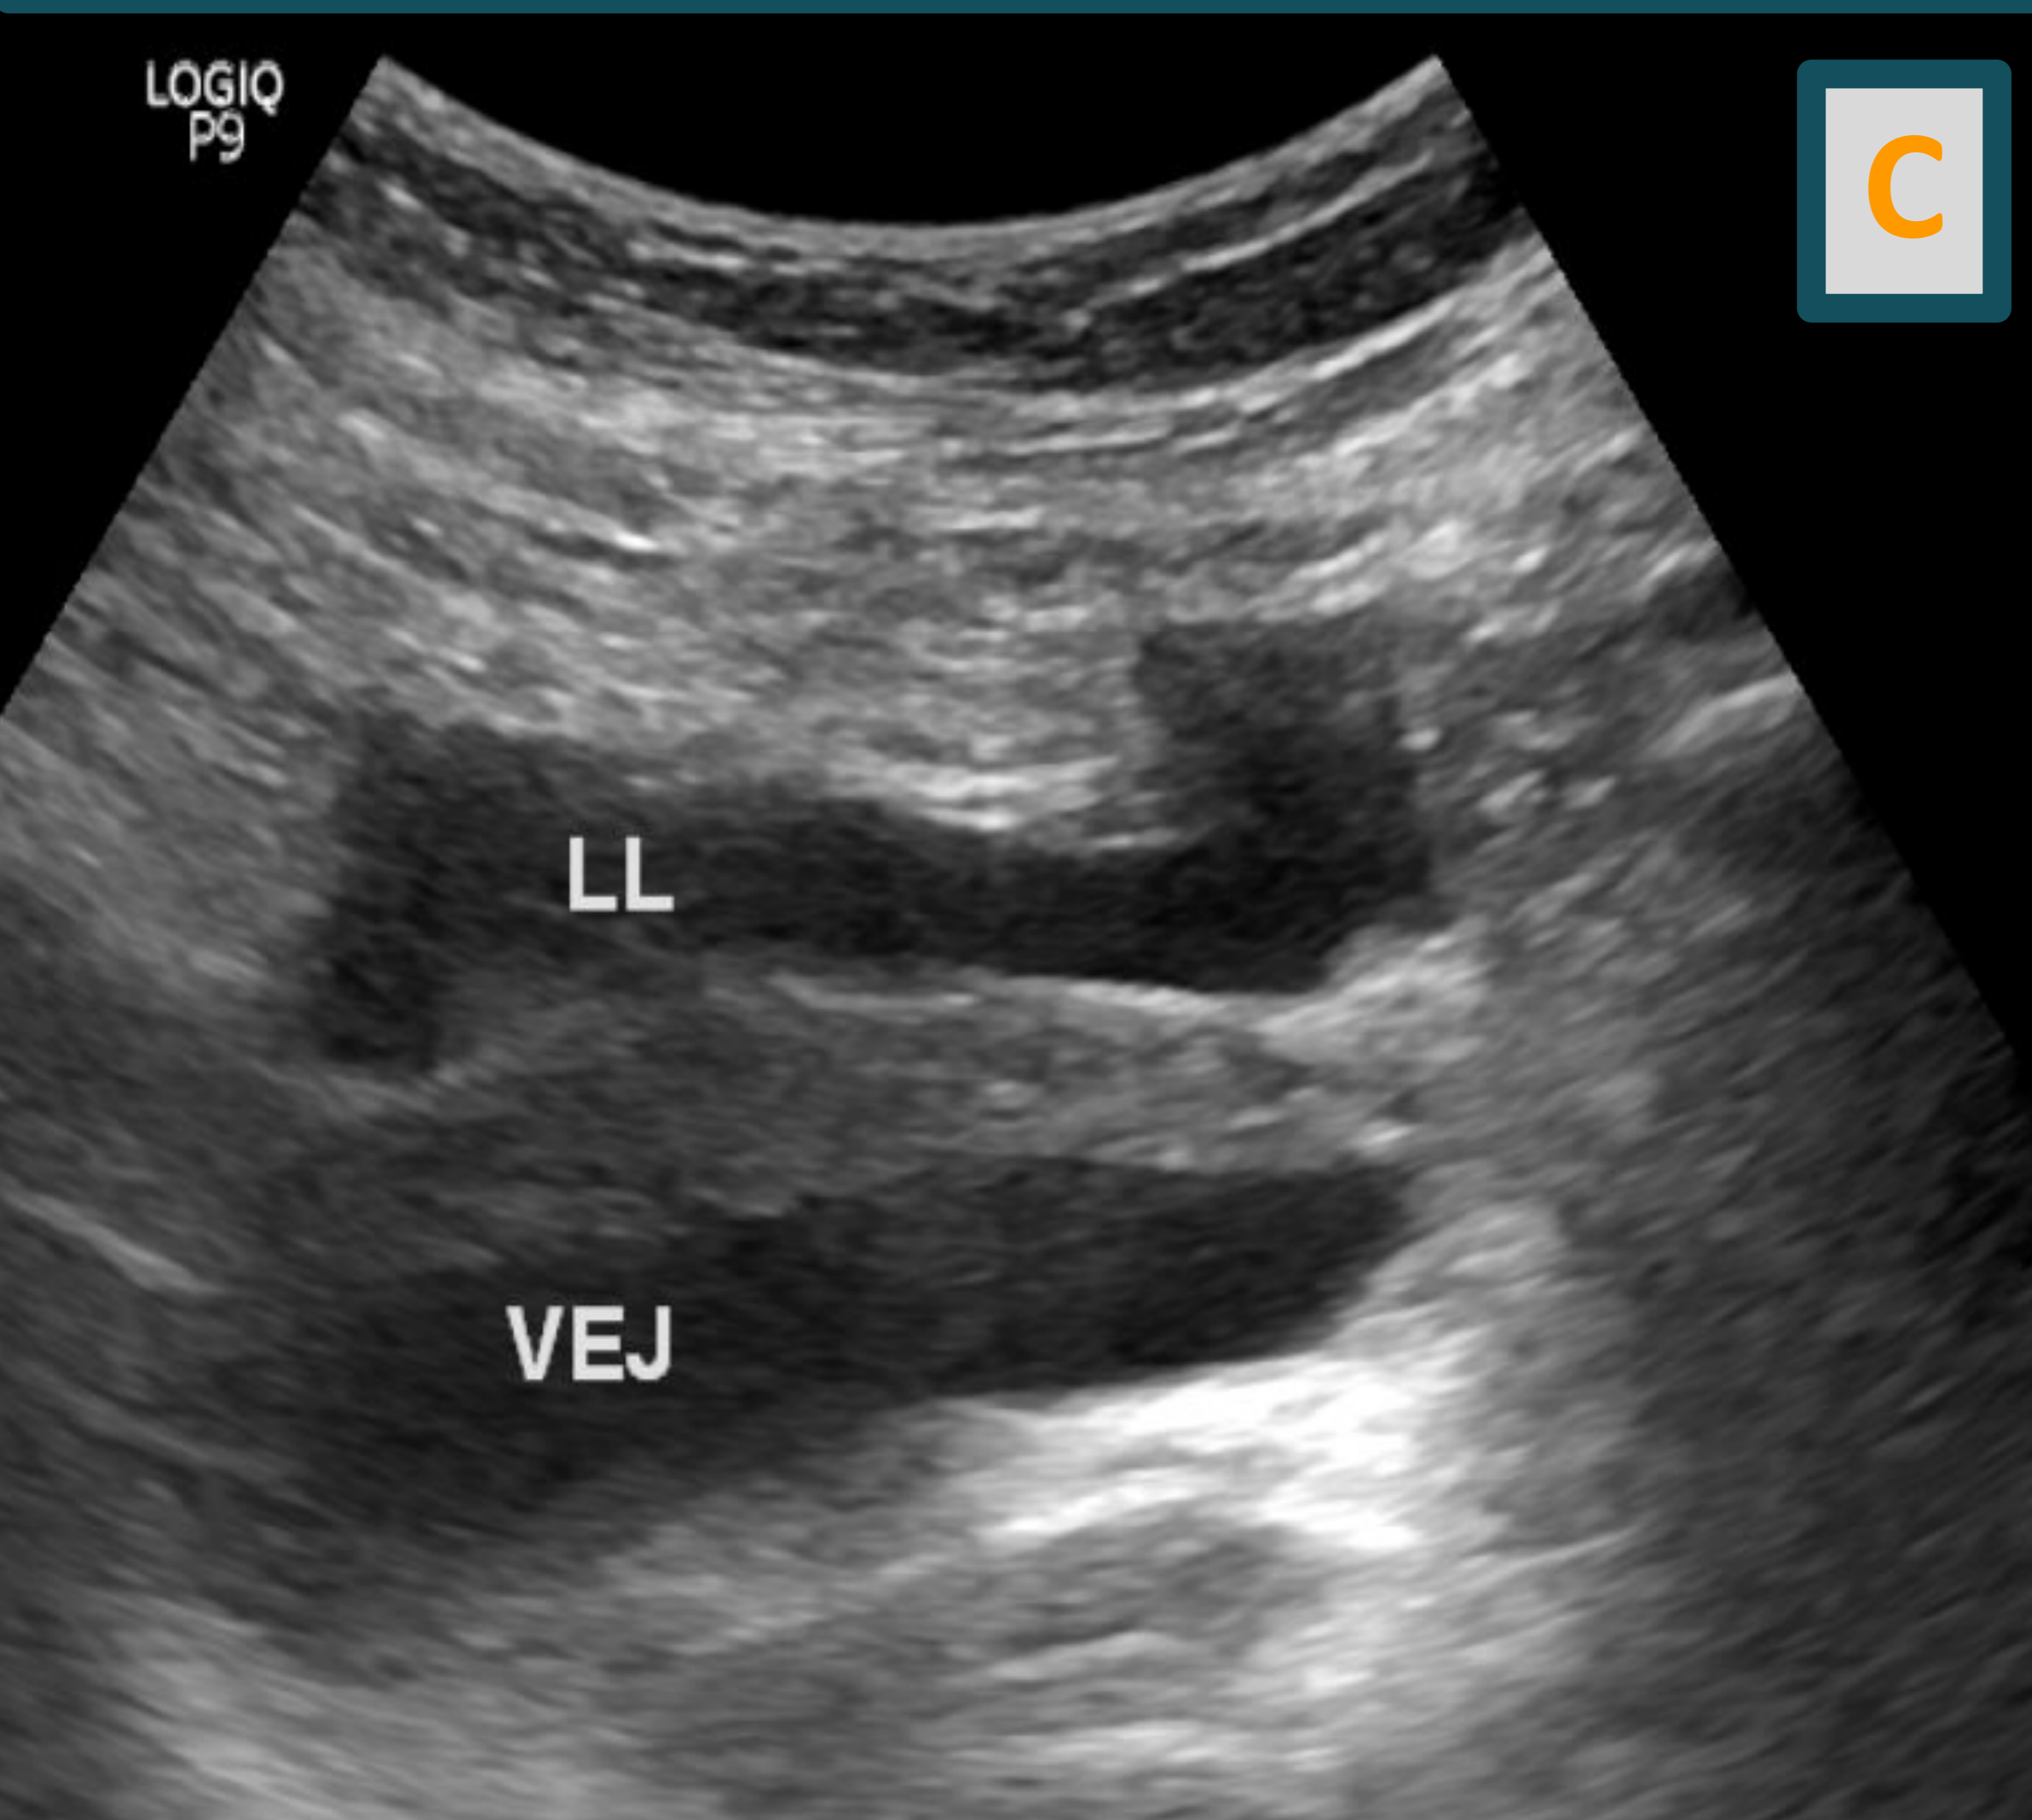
C y D: Ecografía que muestra líquido libre en pelvis menor (C) y laminar en espacio de Morrison (D).
